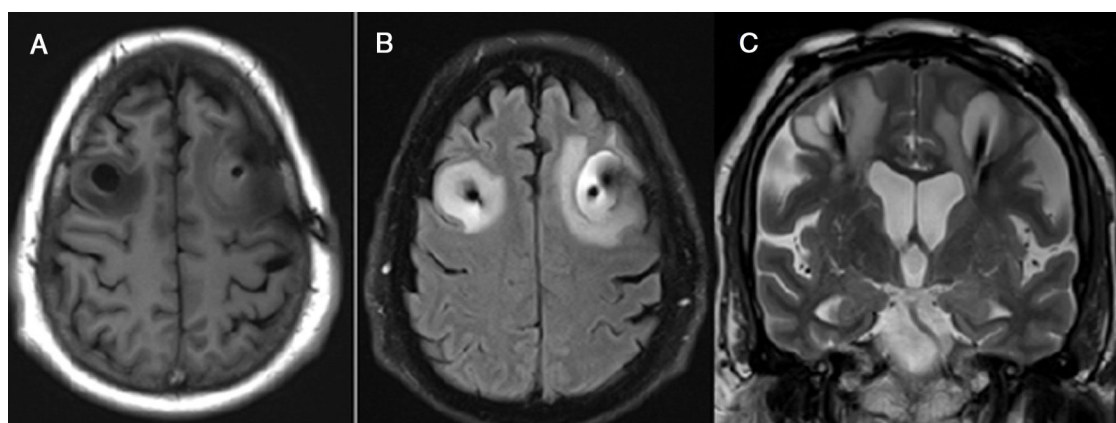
Caso 1: Edema cerebral visualizado mediante RM. (A) Secuencia T1 plano axial que muestra hipointensidad de señal rodeando a los electrodos. (B) Secuencia FLAIR axial en la que se visualiza hiperseñal perielectrodo que se corresponde con área de edema vasogénico. (C) Secuencia T2 plano coronal, se visualiza área de hiperseñal ovoidea rodeando los electrodos asociada a edema vasogénico.
